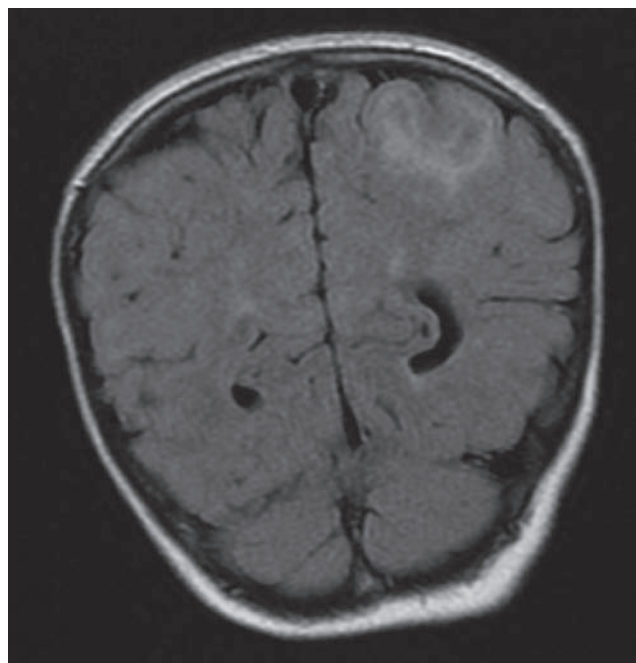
Tubers (hamartomes) corticaux et sous-corticaux dans le cadre d'une sclérose tubéreuse de Bourneville. IRM FLAIR.
